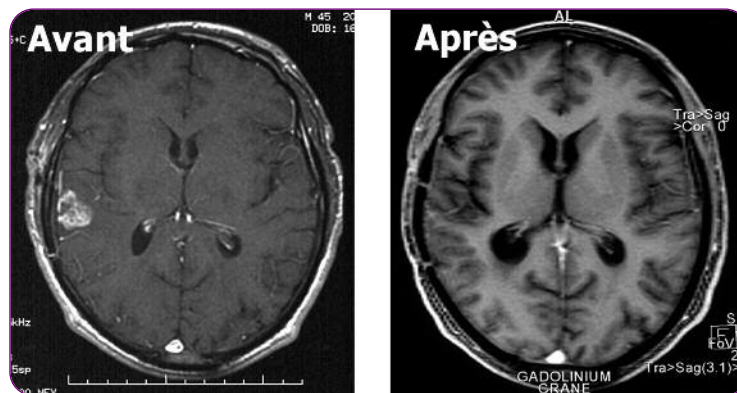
Glioblastome multiforme : réponse complète en IRM sous dose dense de témozolomide
